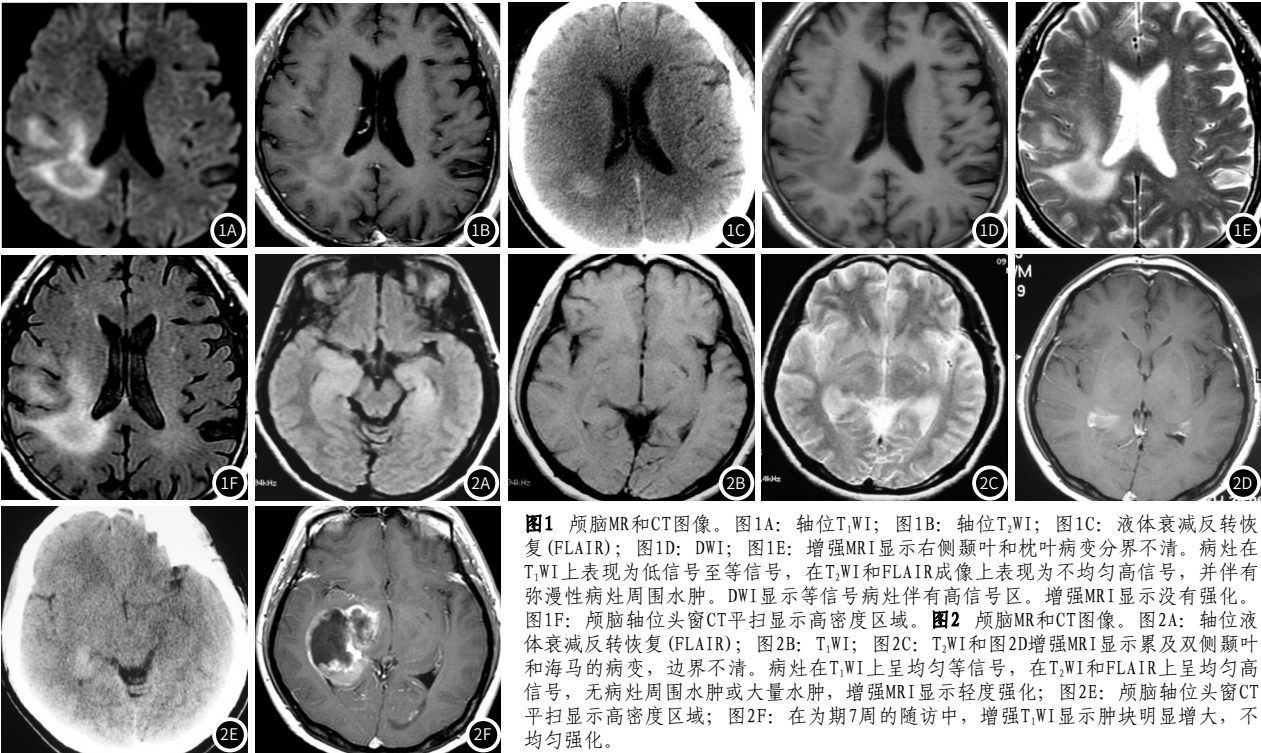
颅脑MR和CT图像。图1A: 轴位T₁WI; 图1B: 轴位T₂WI; 图1C: 液体衰减反转恢复(FLAIR); 图1D: DWI; 图1E: 增强MRI显示右侧颞叶和枕叶病变分界不清。病灶在T₁WI上表现为低信号至等信号, 在T₂WI和FLAIR成像上表现为不均匀高信号, 并伴有弥漫性病灶周围水肿。DWI显示等信号病灶伴有高信号区。增强MRI显示没有强化。图1F: 颅脑轴位头窗CT平扫显示高密度区域。图2 颅脑MR和CT图像。图2A: 轴位液体衰减反转恢复(FLAIR); 图2B: T₁WI; 图2C: T₂WI和图2D增强MRI显示累及双侧颞叶和海马的病变, 边界不清。病灶在T₁WI上呈均匀等信号, 在T₂WI和FLAIR上呈均匀高信号, 无病灶周围水肿或大量水肿, 增强MRI显示轻度强化; 图2E: 颅脑轴位头窗CT平扫显示高密度区域; 图2F: 在为期7周的随访中, 增强T₁WI显示肿块明显增大, 不均匀强化。
